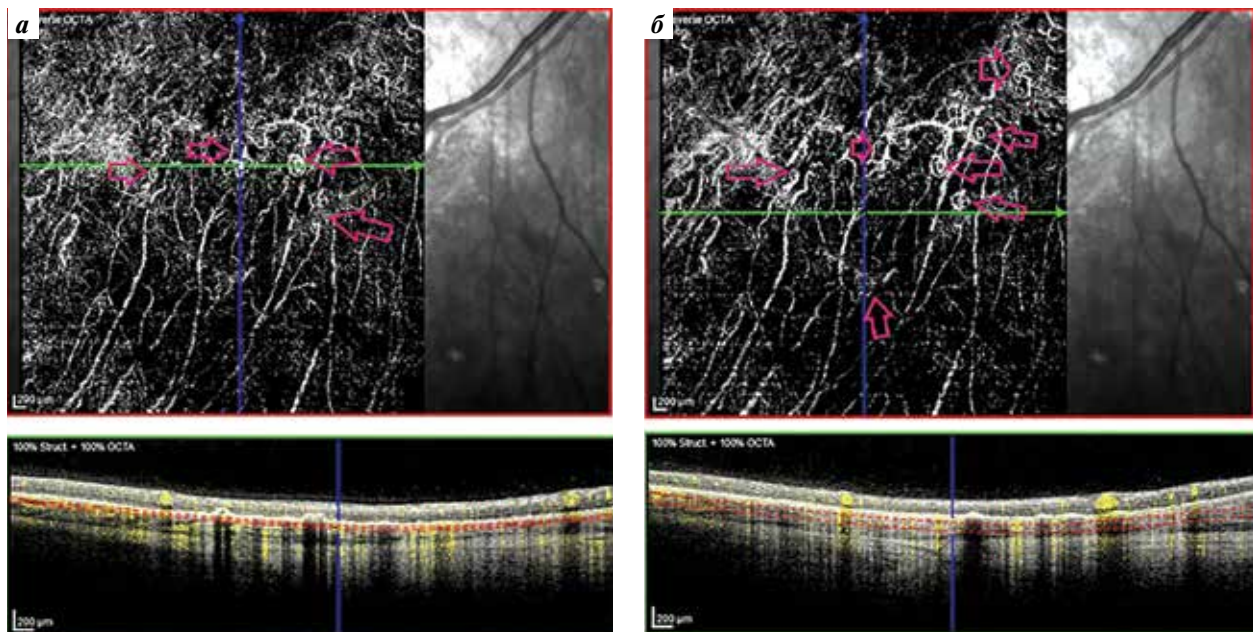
Оптическая когерентная томография—ангиография зоны метастатического поражения хориоидеи правого глаза пациентки К., 64 лет. Стрелками обозначены «сосудистые клубки»
